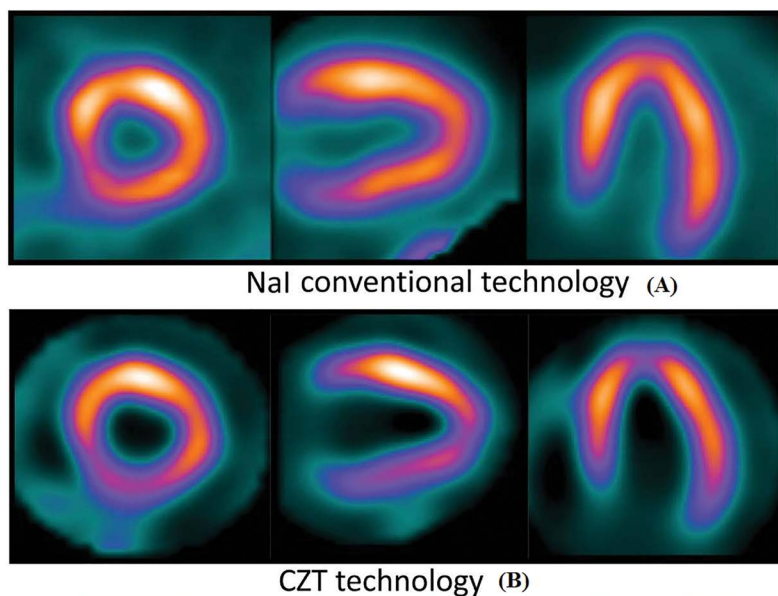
Сцинтиграфические изображения миокарда левого желудочка по длинной и короткой осям: на гамма-камере со стандартными (NaI) детекторами через 15 мин после введения 925 МБк ^{99m}Tc-МИБИ (А) и CZT-камере GE Discovery NM 530c через 3 мин после введения 185 МБк ^{99m}Tc-МИБИ (В) [54]
